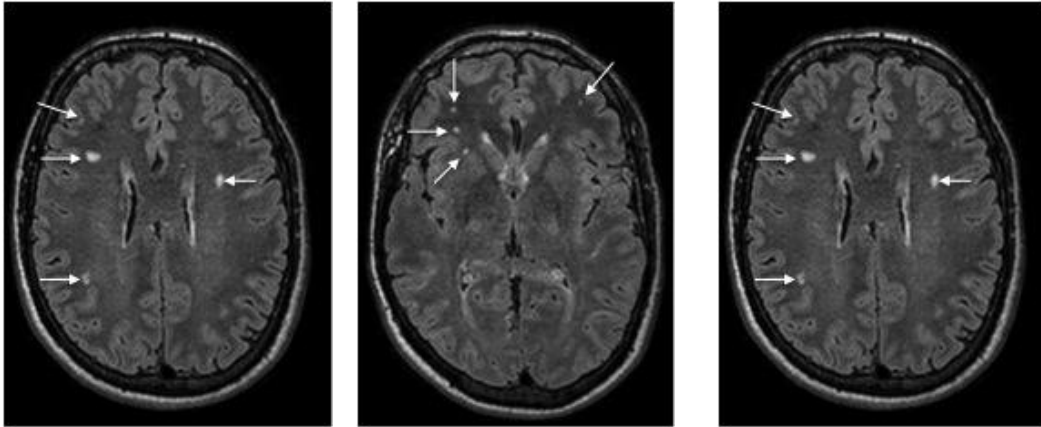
Brain MRI shows small vessel disease. Axial reconstructions of 3D fluid attenuated inversion recovery (FLAIR) demonstrate diffuse hyperintense foci on deep and subcortical white matter (arrows). Although nonspecific, this finding suggests small vessel disease.
